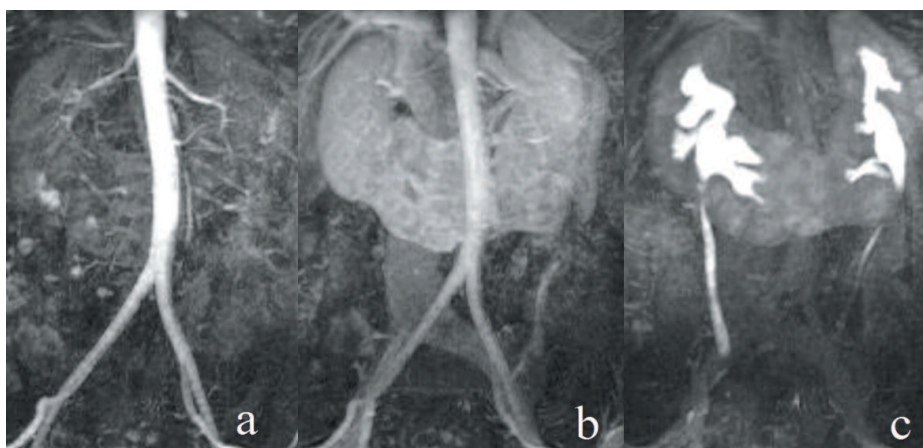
МРТ картина: а- артериальная фаза; б- венозная фаза; с- экскреторная фаза
